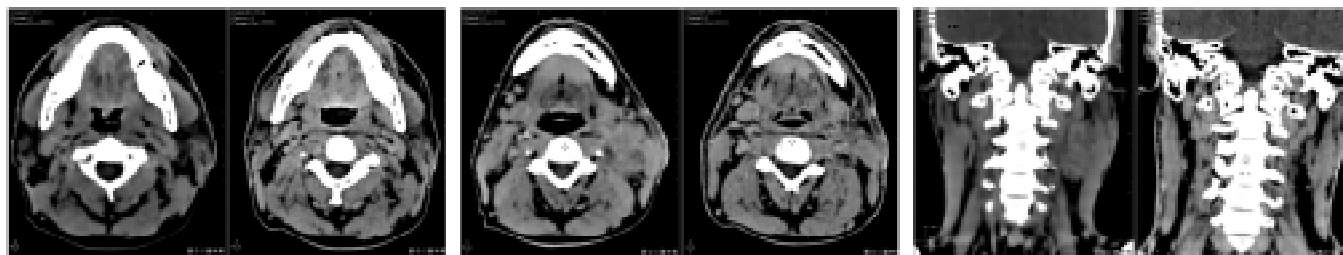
Хворий П., серія КТ-знімків: праворуч до початку лікування, а ліворуч — після курсу ПТ
